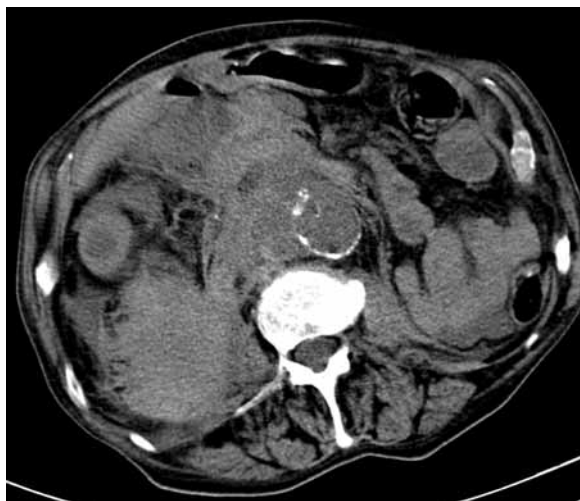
Single phase overall CT scan of abdominal cavity showing a ruptured abdominal aortic aneurysm
